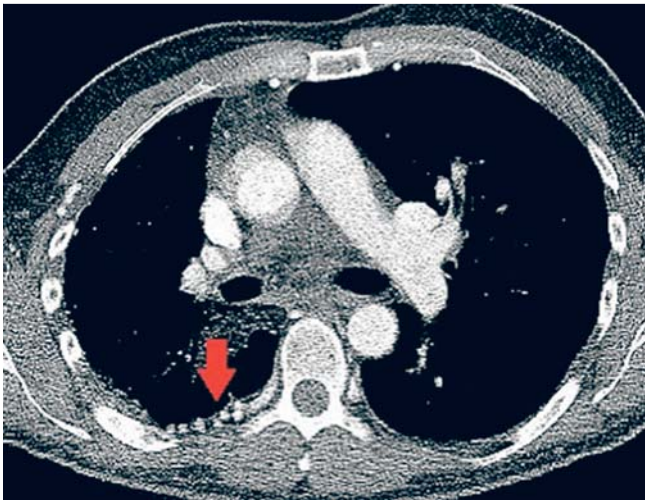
Patient 3/CT-Thorax: rechtsseitige UAPA mit pathologisch vergrößerten Interkostalarterien (roter Pfeil).
